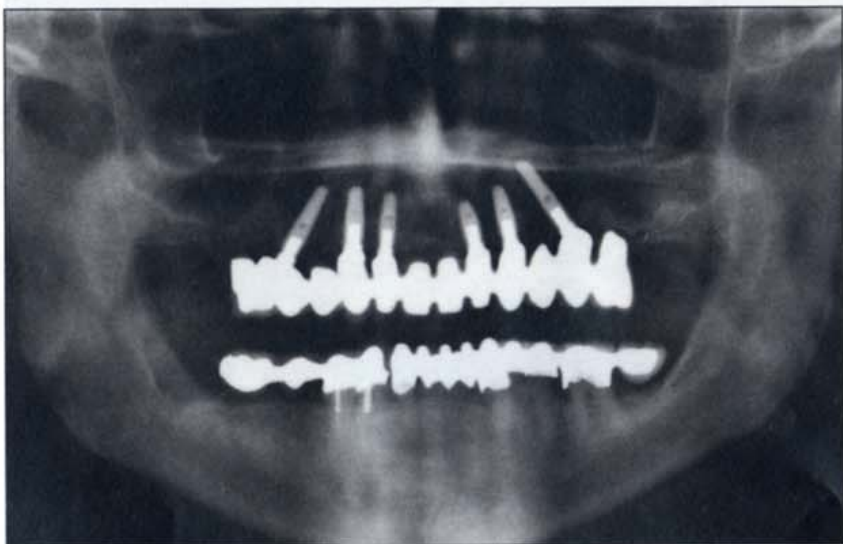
a-b - Controllo radiografico.
